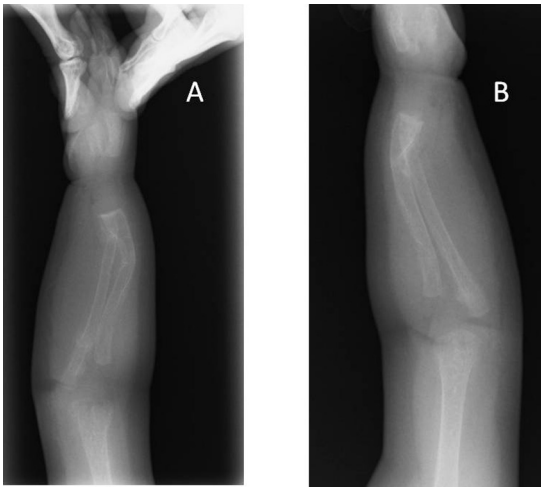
症例1 スクリーニングの両側前腕骨単純X線側面像
